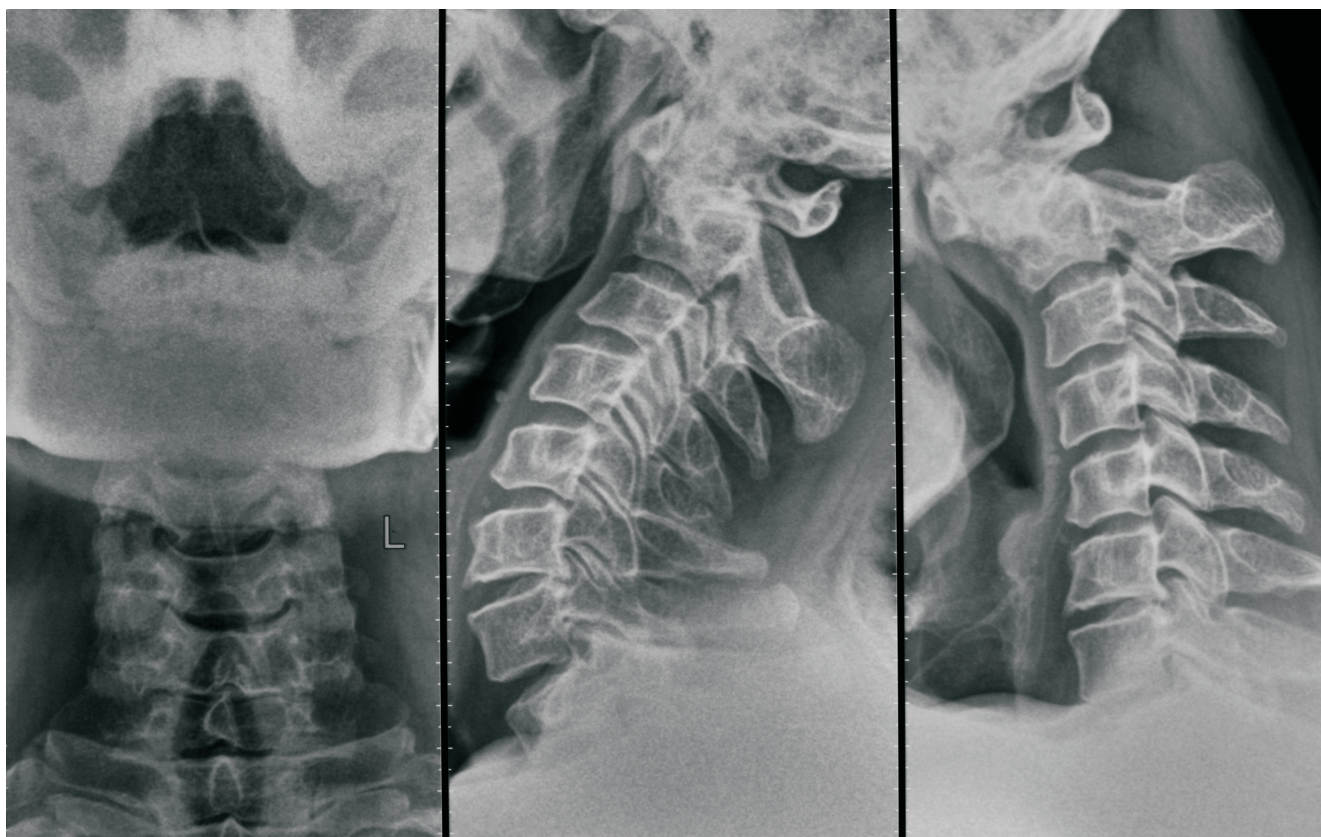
Radiografia funcțională cervicală (2009) – lipsa reducerii fracturii de odontoid.
